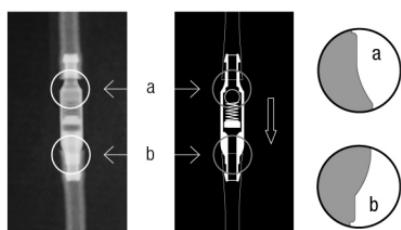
Radiographie de la *miniNAV* (niveau de pression 5 cmH₂O)
